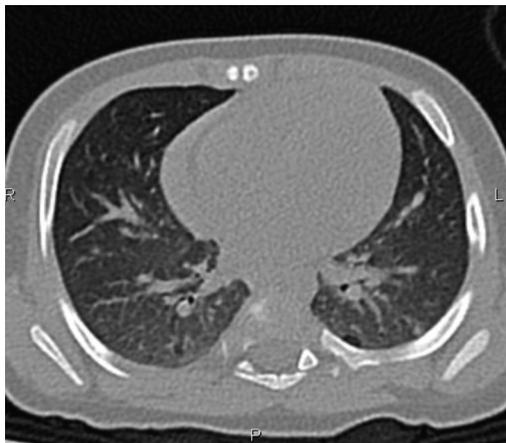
КТ-признаки мелкого очагово-подобного уплотнения лёгочной паренхимы в нижней доле левого лёгкого пациента М.
